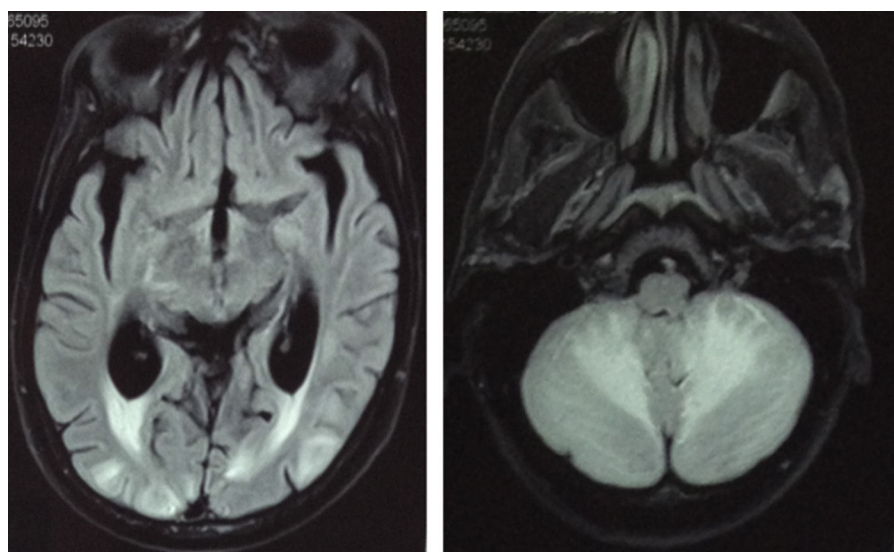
RM de cráneo potenciada en FLAIR, cortes transversales. Se muestran lesiones hiperintensas bilaterales y simétricas a nivel de la sustancia blanca cerebral posterior y cerebelosa, coincidiendo con las lesiones hipointensas en la TC.
